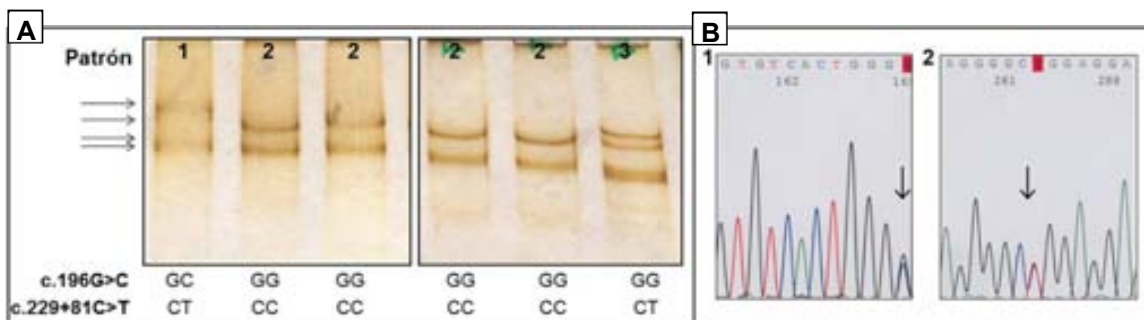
Figura R-8. A. SCCPs del exón 2 del gen *TFF2*. Se distinguen tres patrones diferentes correspondiente a los polimorfismos c.196G>C y c.229+81C>T. B. Secuencias correspondientes a los polimorfismos detectados en la figura A: 1- c.196G>C, heterocigoto GC. 2- c.229+81C>T, heterocigoto CT.
